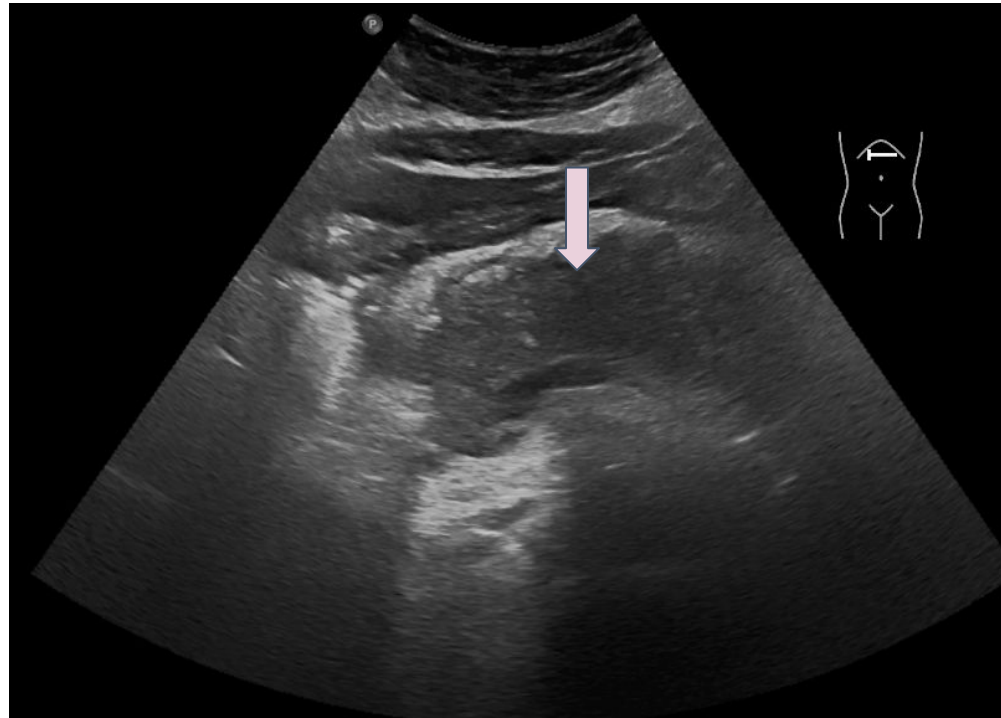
Ecografía abdominal en modo B, corte axial:
